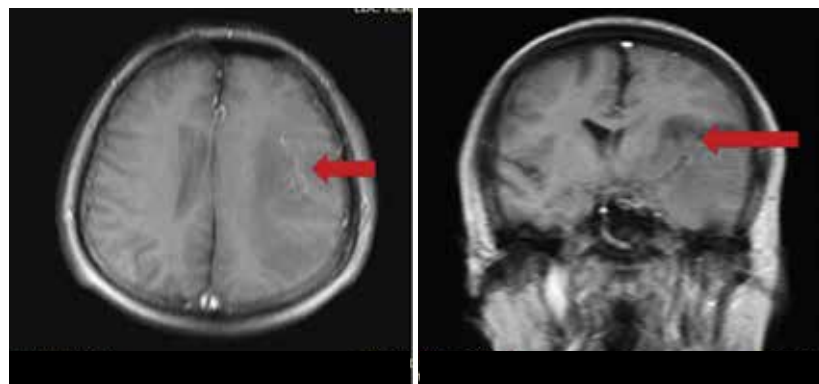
МРТ головного мозга от декабря 2016 г.: объемное образование левого полушария головного мозга
